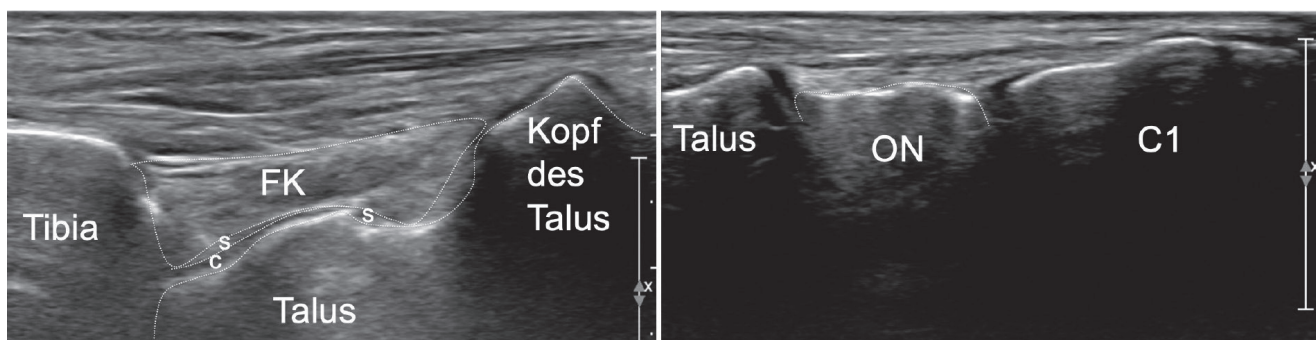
Anteriore Longitudinalschnitte (OSG und USG = talonavicular).
